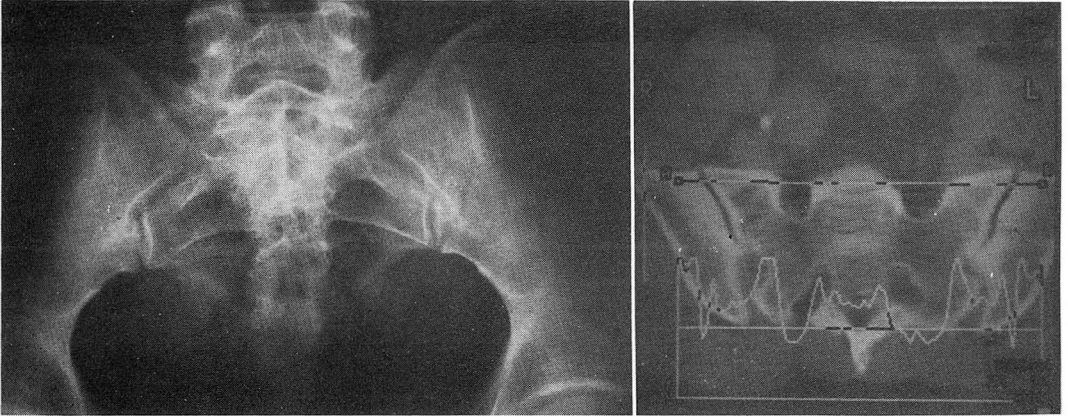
Osteitis condensans ilii on CT only.
